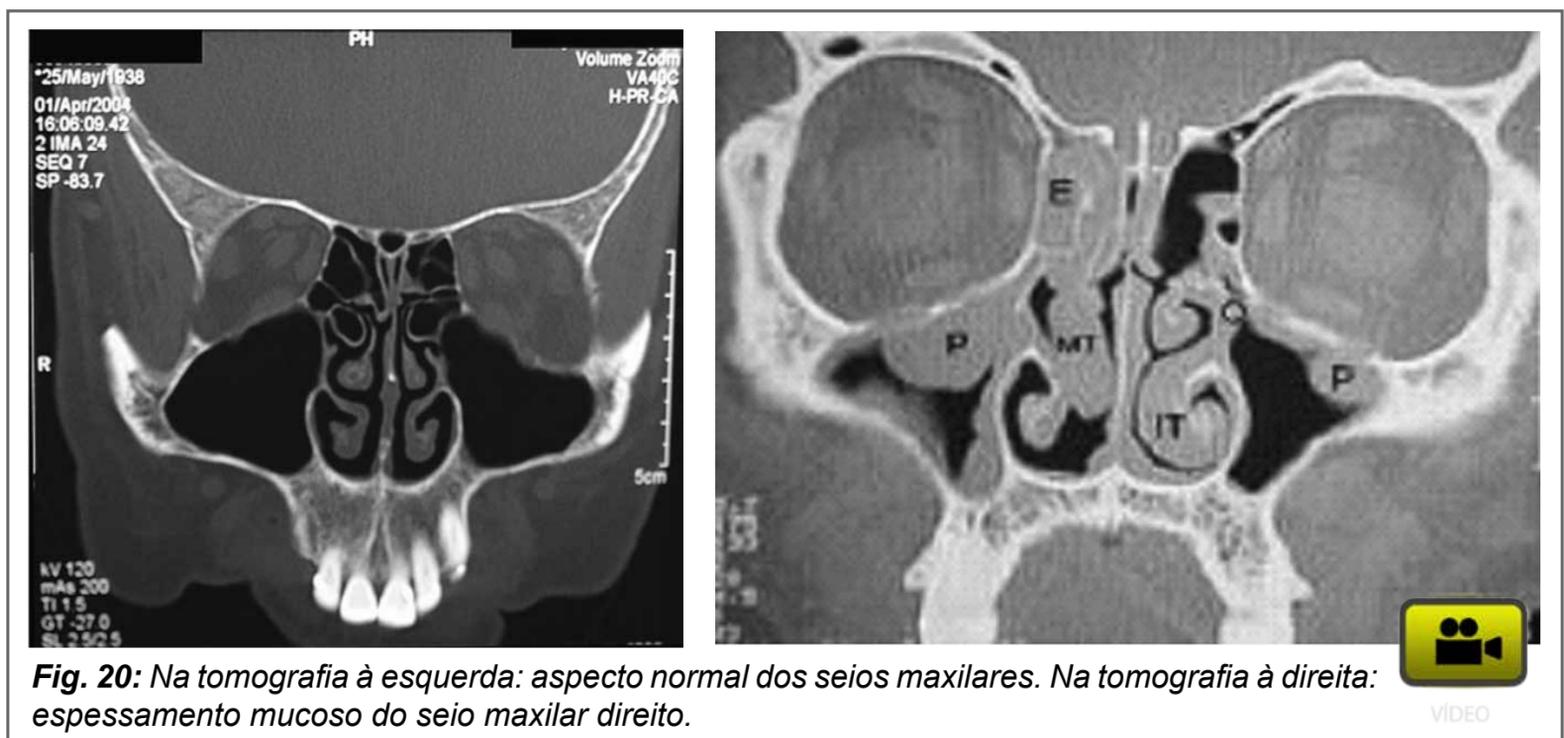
Na tomografia à esquerda: aspecto normal dos seios maxilares. Na tomografia à direita: espessamento mucoso do seio maxilar direito.
